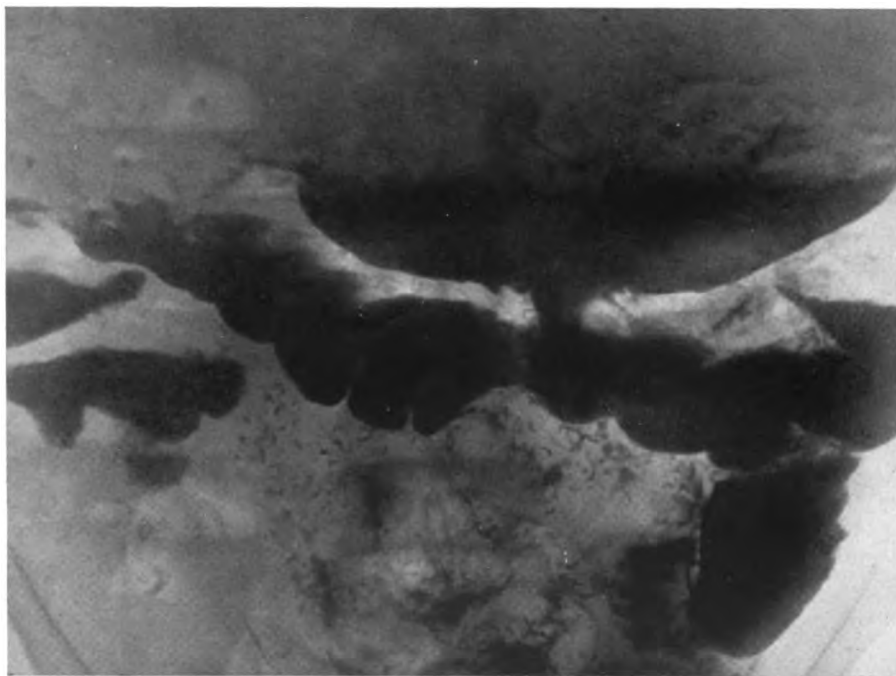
Radiographie faite 10 minutes après l'ingestion du repas opaque.
